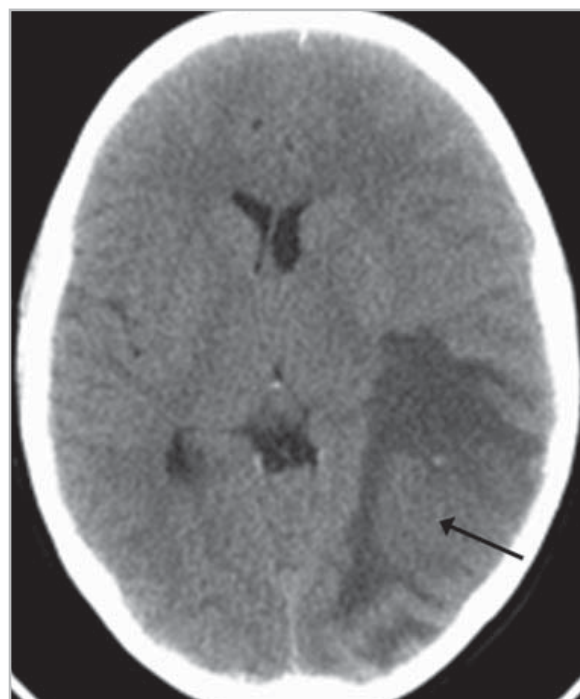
На компьютерных томограммах головного мозга определяется метастаз (стрелка) в теменно-затылочной области слева с перифокальным отеком и смещением срединных структур.
